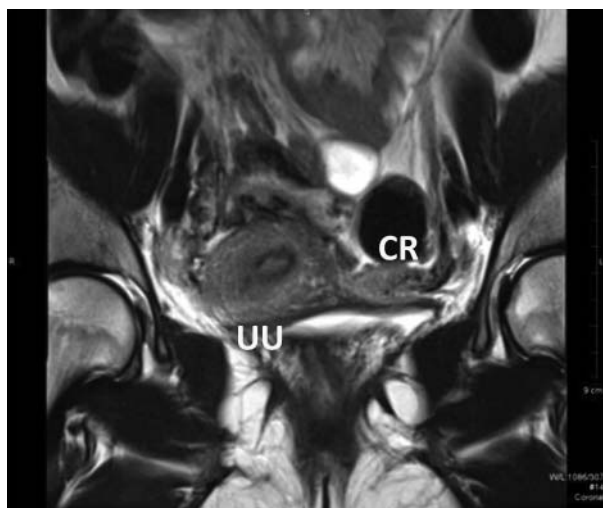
IRM în ponderație T2 (plan coronal): Cornul rudimentar (CR) uterin cavitar noncomunicant pe stânga, uterul unicorn pe dreapta (UU), clasa A1b
